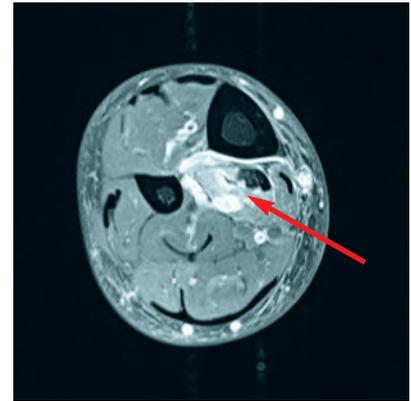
MRT – fettige Degeneration Musculus tibialis posterior
